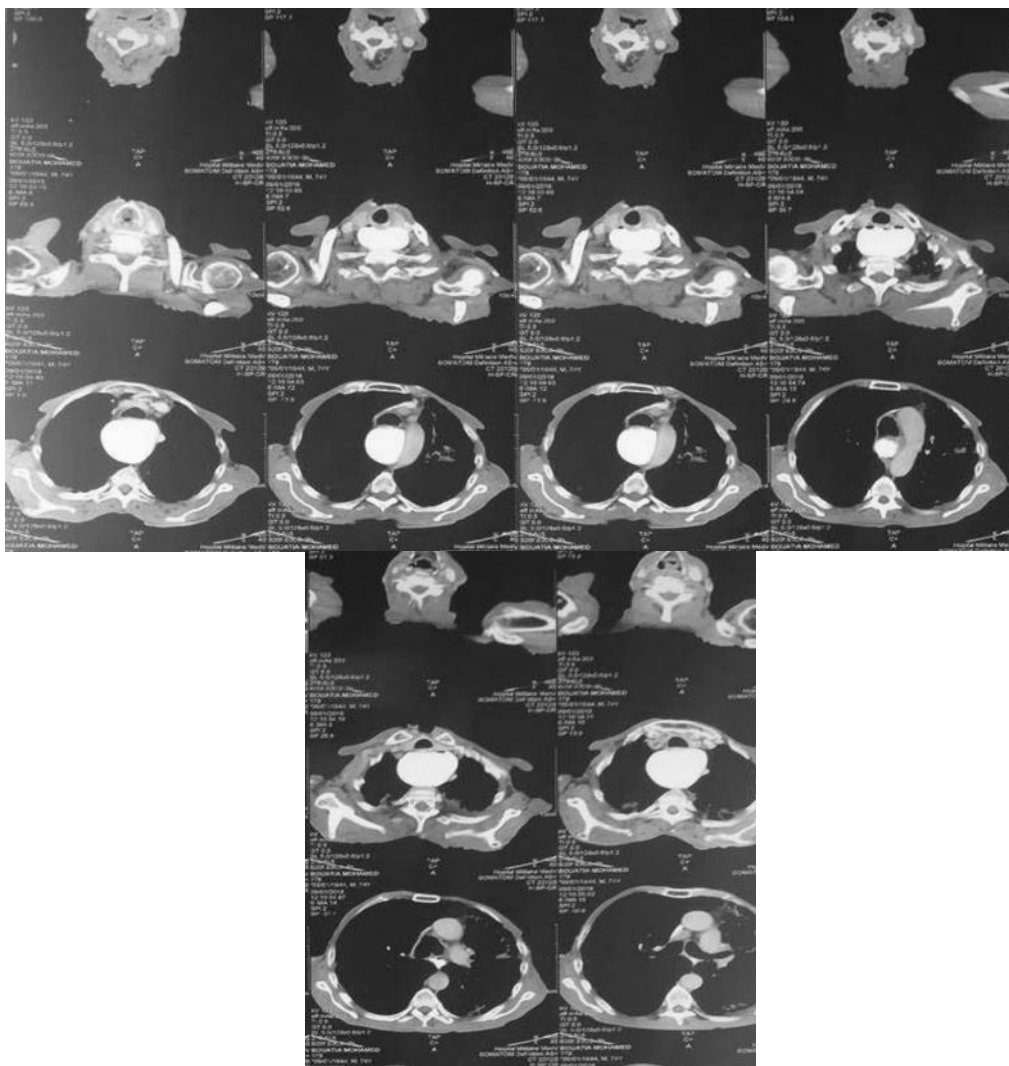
TDM du 10ème malade. : Diverticule Géant.
